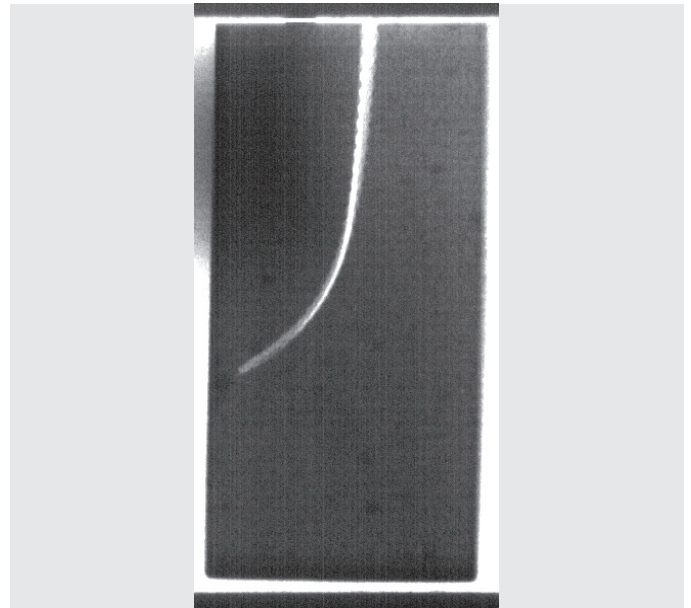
Radiografia escaneada apontando a sobreposição do primeiro e do último instrumento empregado no preparo do canal simulado, evidenciando a ausência de desvio apical.
